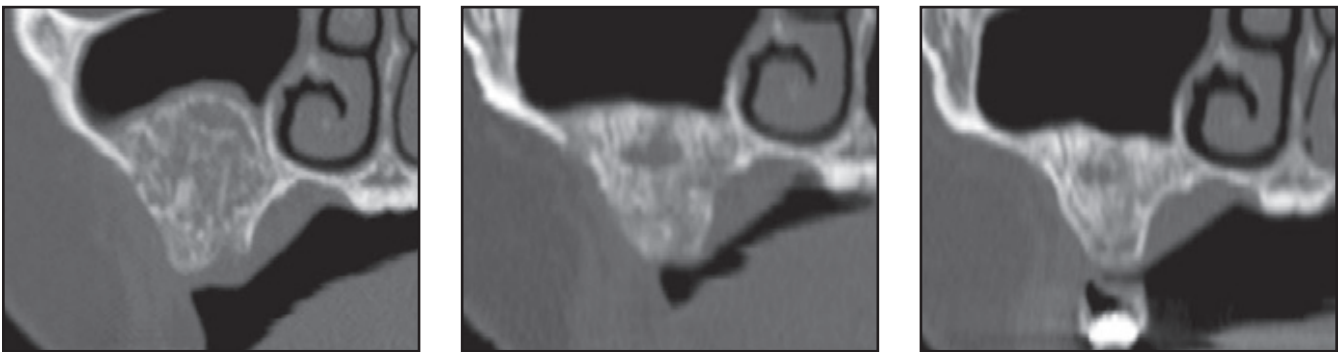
bis 1j Patient 1: Paraxiale CT-Scans der linken Kieferhöhle (Mischtechnik), die (links) sofort nach dem Eingriff, (Mitte) 3 Monate nach dem Eingriff und (rechts) 6 Monate danach angefertigt wurden.
